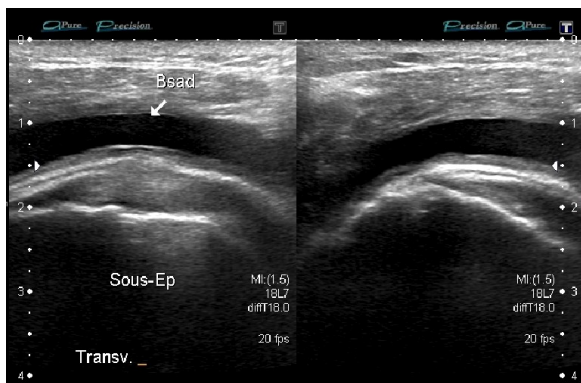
Coupe frontale postérieure ; volumineuse bursopathie liquidienne en échographie sans épaissement des feuillets
